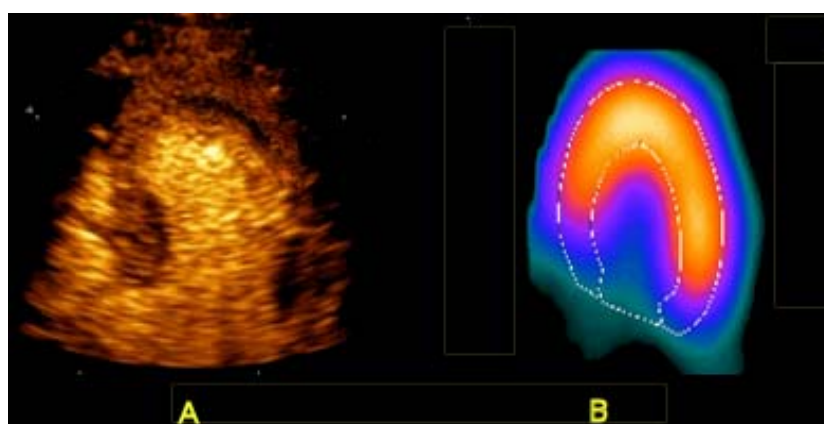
Comparação de imagens por ECM (A) e SPECT (B) em doente com Diabetes tipo 2 e prova de esforço sugestiva de isquémia por critérios eléctricos tardios. Durante a acção vasodilatadora de adenosina observa-se em A defeito de perfusão sub-endocárdico e em B padrão de perfusão normal. A ECM tem maior capacidade de resolução espacial e permite identificar defeitos de perfusão transmuralis.
